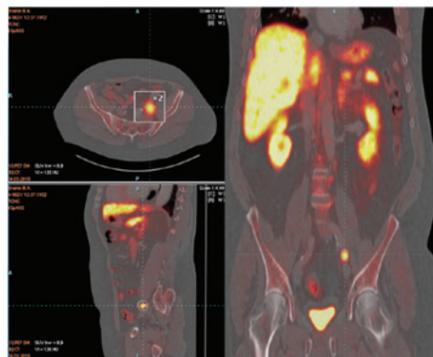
Позитронно-эмиссионная томография. Очаги патологического накопления РФП в подвздошных ЛУ.
